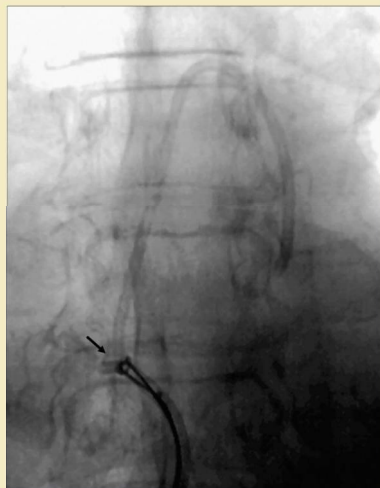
Radiografía que muestra la punta enlazada de un fragmento de catéter (flecha) a la altura de la vena cava inferior durante su recuperación. Todo el sistema fue extraído a través de un acceso venoso femoral.
